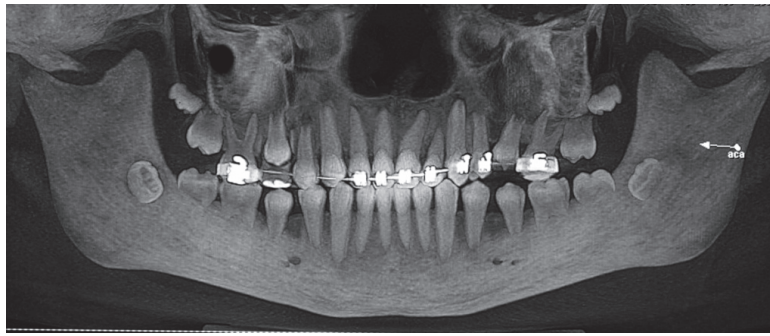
Tomografia odontológica após 6 (seis) meses de tratamento ortodôntico
